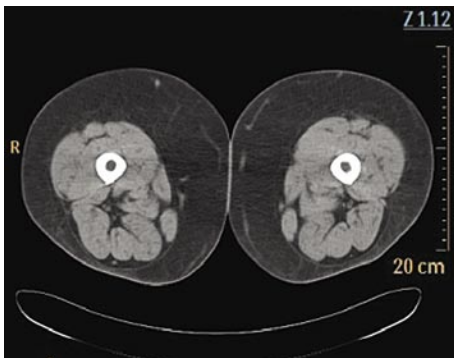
КТ этой же больной с липолимфедемой. Определяется резкое утолщение подкожно-жирового пространства за счет разрастания жировой ткани. Утолщения кожи не определяется. «Сотовая» структура подкожного пространства отсутствует
